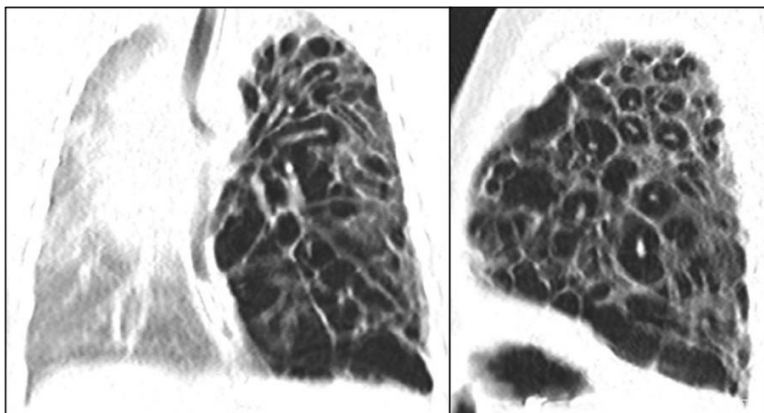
Компьютерная томография органов грудной полости, корональная и сагиттальная плоскости.
